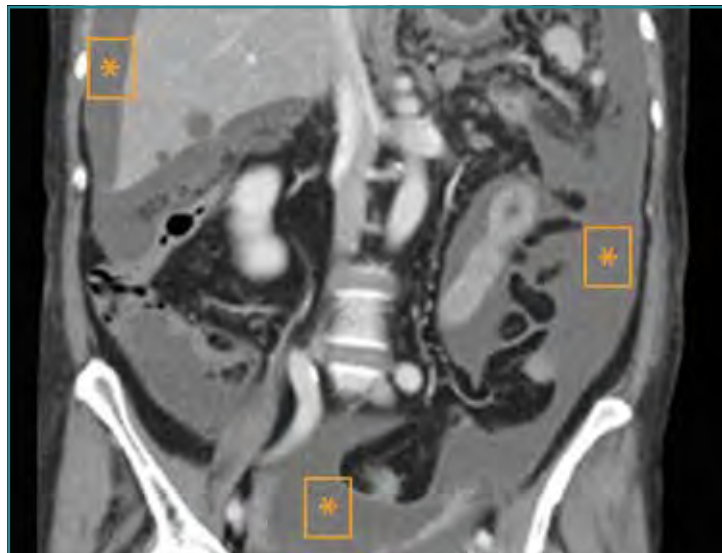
Corte coronal de una TC abdominal en un paciente con un carcinoma gástrico metastásico que presenta ascitis carcinomatosa (*) evidenciándose líquido libre intraabdominal de forma difusa en todos los cuadrantes.
